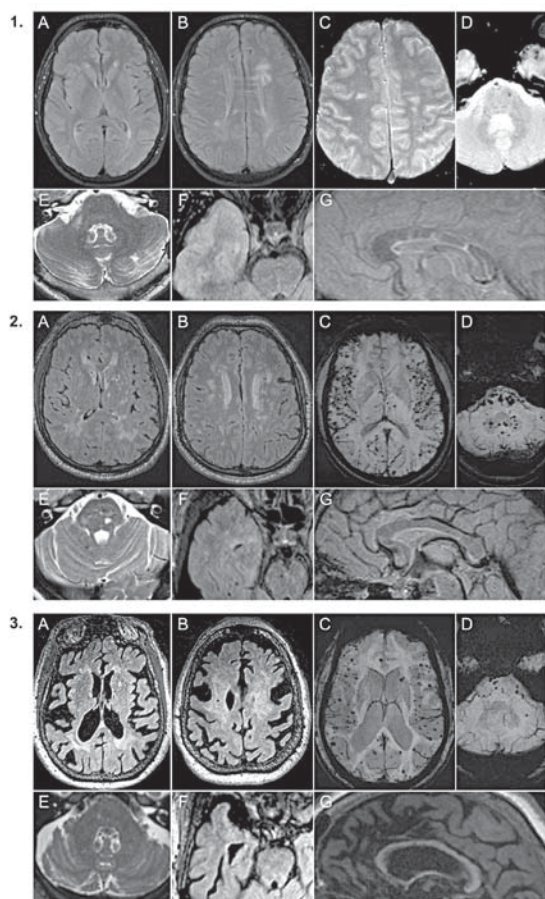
2.1) Imagens de RM encefálica do caso clínico 1. A, B e F – planos axiais FLAIR; C e D – planos axiais T2*; E – plano axial T2; G – plano sagital FLAIR. 2.2) Imagens de RM cerebral do caso clínico 2. A, B e F – planos axiais FLAIR; C e D – planos axiais SWI; E – plano axial T2; G – plano sagital FLAIR. 2.3) Imagens de RM encefálica do caso clínico 3. A, B e F – planos axiais FLAIR; C e D – planos axiais SWI; E – plano axial T2; G – plano sagital T1.
